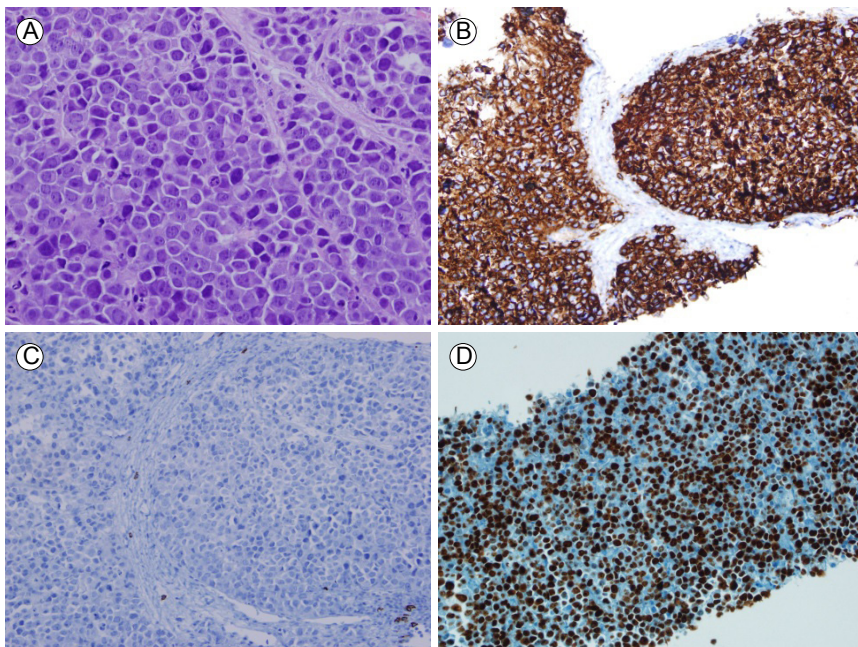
An ultrasonography-guided biopsy shows (A) tumor cells with homogeneous amphiphilic cytoplasm, and wheel-type asymmetric nuclei (HE ×400). The cells are (B) CD138 positive (×200) and (C) CD 20 negative (×200). (D) The Ki-67 proliferation index exceeded 97%.
